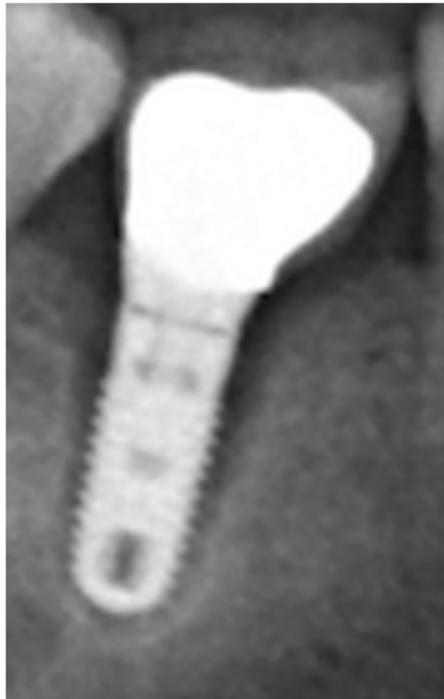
Radiographie d'une péri-implantite autour de l'implant remplaçant la première molaire mandibulaire droite [46] (iconographie personnelle)
